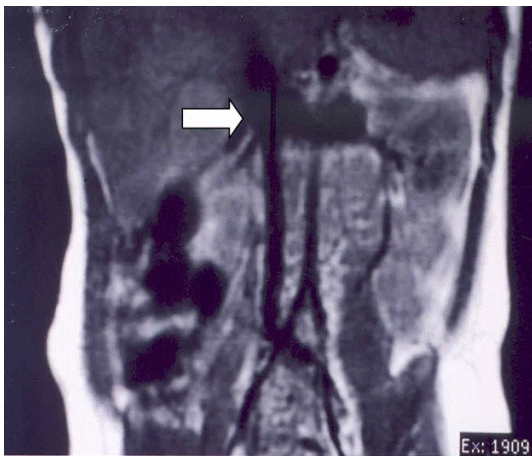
Magnetic resonance imaging shows an extra-hepatic portal vein connected to splenic vein.
